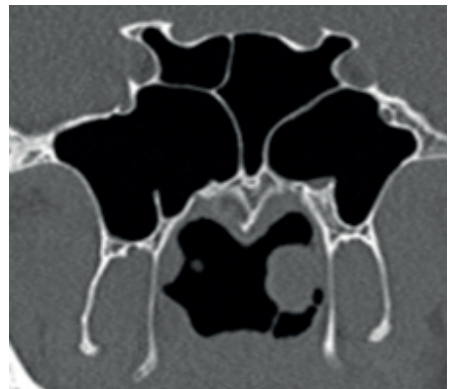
TC coronal en ventana ósea que muestra una septación intersinusual múltiple. Hospital Militar Central de Bogotá, Colombia; 2021.
